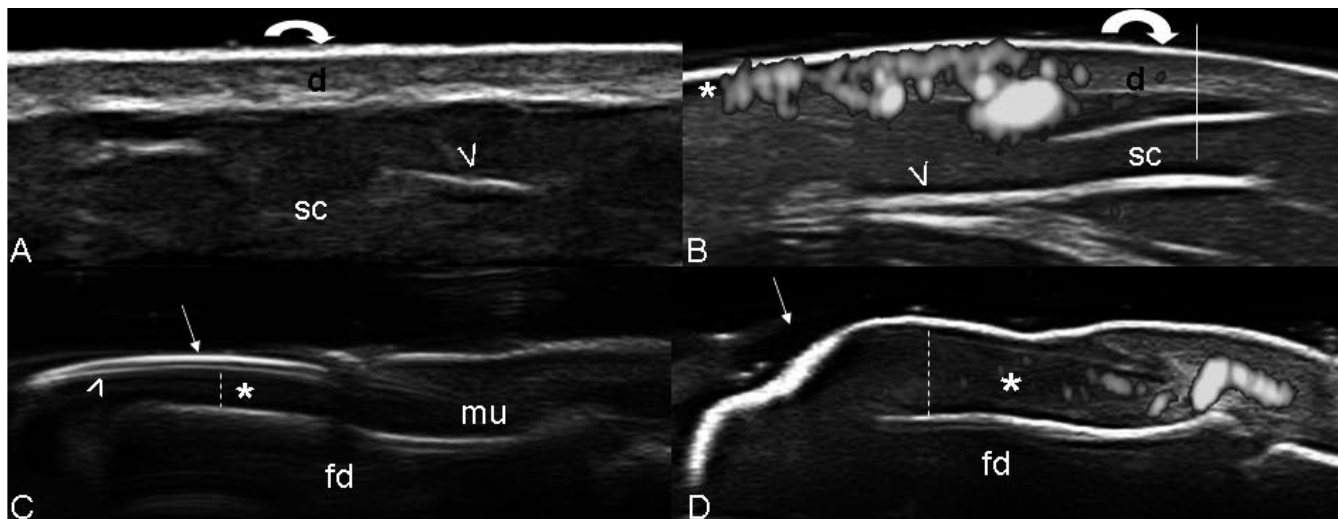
Psoriasis. A. Sujeto sano. Corte longitudinal a nivel del antebrazo. La epidermis (flecha curvada) está representada por una sutil línea regular e hiperecogénica (flecha curva). La dermis (d) se observa como una banda más ancha con menor ecogenicidad. El tejido celular subcutáneo (sc) se muestra como una estructura hipoeecogénica con presencia de fibras de tejido conectivo en su interior (cabeza de flecha). B. Placa psoriática a nivel del antebrazo. Se evidencia un marcado aumento del espesor de la epidermis y de la dermis respecto a la piel sana. Notar además la presencia de una banda anecogénica debajo de la placa (asterisco) y de señal power Doppler. C. Uña. Sujeto sano. A. Corte longitudinal. B. Corte transversal. Se evidencia la estructura trilaminar
